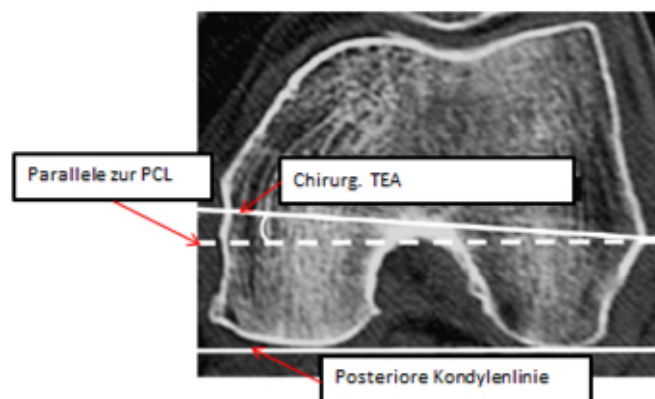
Axialer CT-Schnitt durch das linke distale Femur. Der PCA wird gebildet durch die chirurg. TEA und die PCL (Aglietti et al., 2008).
